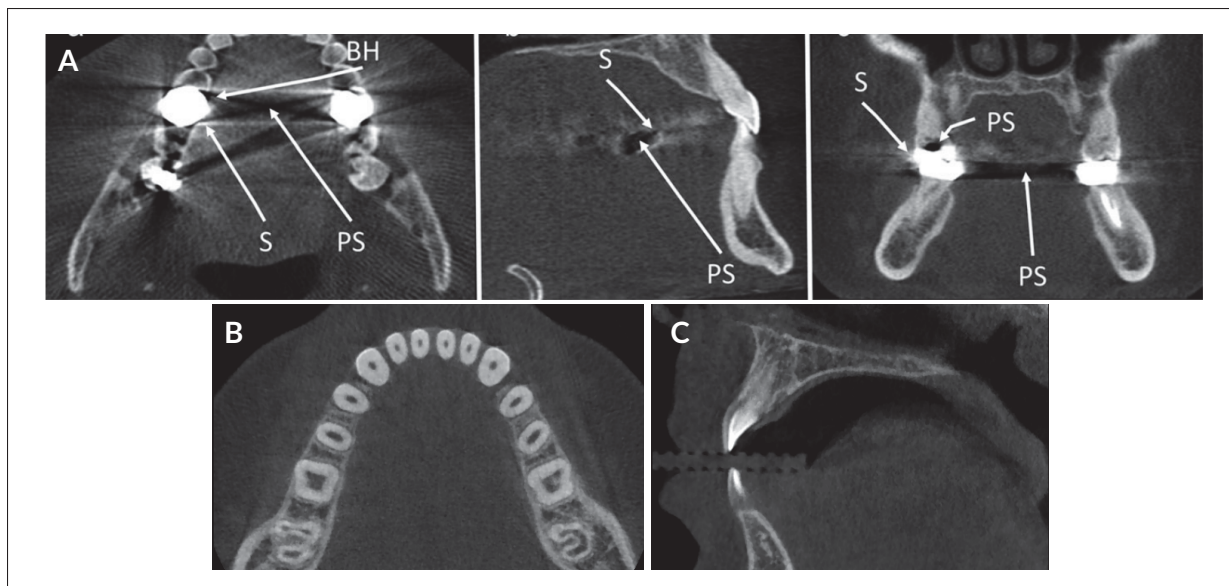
Exemples d'artéfacts en imagerie CBCT des structures dento-maxillaires. (A) La présence d'artéfacts peut compliquer l'analyse de l'image, BH : durcissement de faisceau, S : bandes et stries, PS : extinction de photons, tirées de Scarfe *et al.* (2017). (B) Un bruit attribuable aux atténuations non-linéaires qui sont enregistrées sur le détecteur 2D est observable sur les images. (C) Les images *Cone Beam CT* ne permettent pas la différenciation des tissus mous entre-eux.
